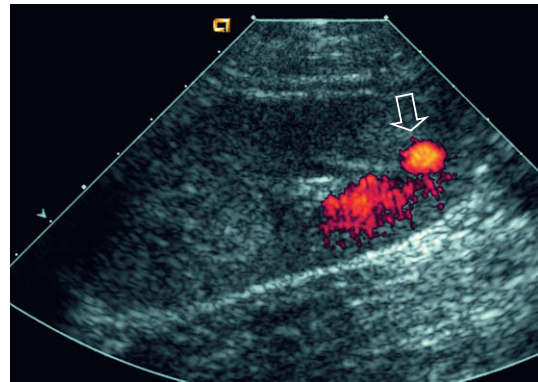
a) Imagen de Doppler energía de un trasplante renal aproximadamente dos semanas después de una biopsia. Se puede ver un destello de color sobre el polo inferior (flecha). Este artefacto de destello, debido a la vibración tisular, sugiere una fístula arteriovenosa subyacente. b) Trazado Doppler espectral obtenido en el punto de la fístula, que revela un trazado arterial turbulento y de alta velocidad; esto lo diferencia de un pseudoaneurisma, que muestra flujo adelante y atrás.
